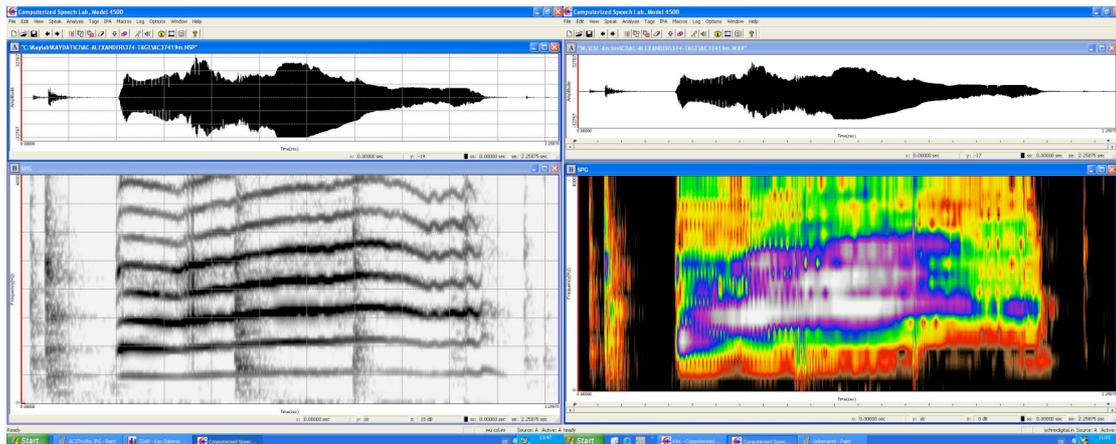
Erstmaliges Vorkommen einfacher Resonanzbewegung bei AC im Höralter von 141 Tagen (chronologisches Alter 374 Tage). Diese werden auch im rechts gezeigten korrespondierenden Breitbandspektrogramm deutlich.
